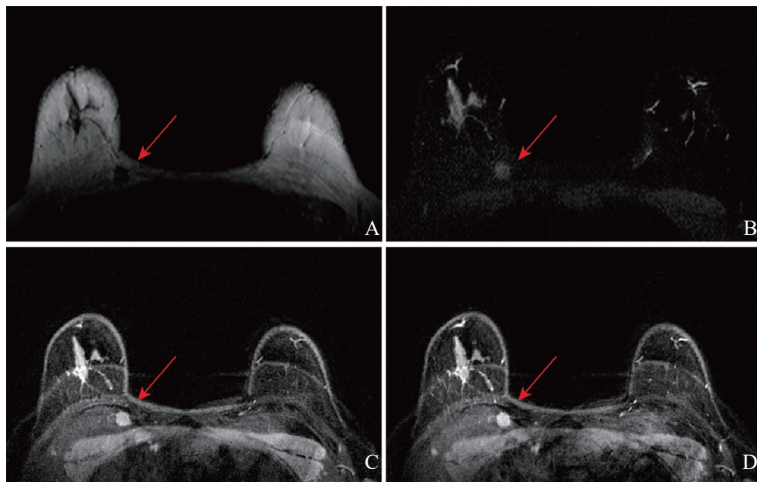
患者3 (女性, 35岁) 乳腺MRI图像
